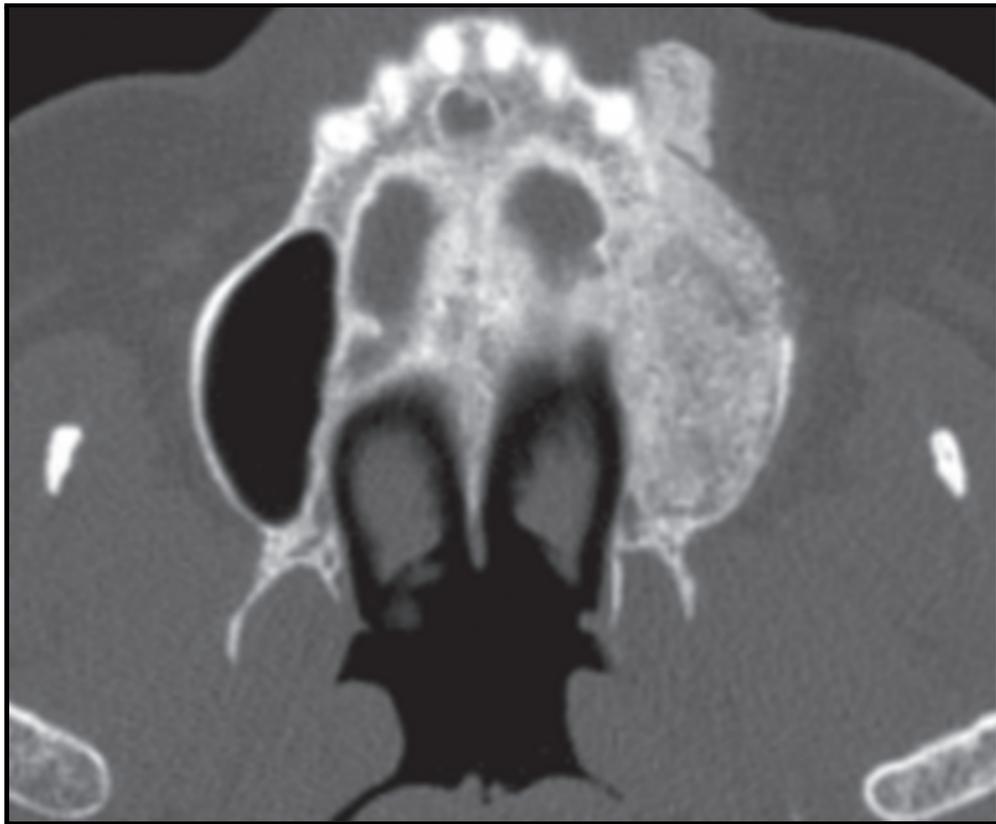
(92) : Coupe axiale d'un CBCT montrant la migration du matériau de greffe suivant le saignement intrasinusien (source : Testori et al. 2019)
